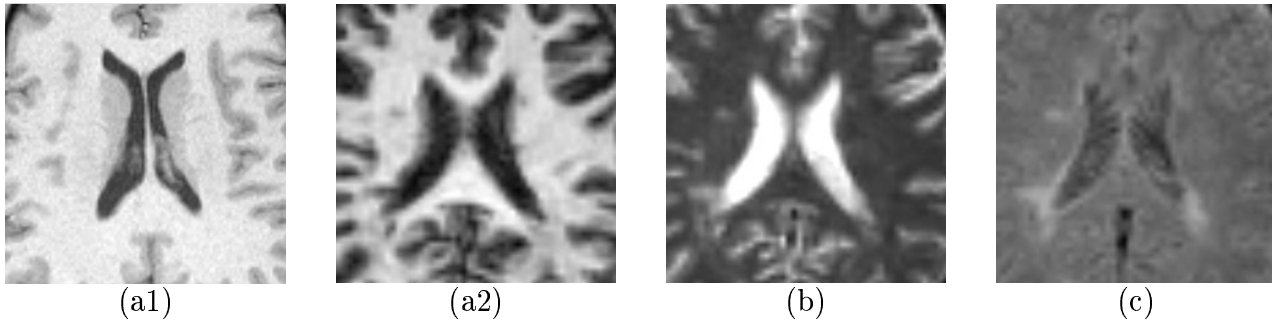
Trois modalités d'IRM. (a) Image pondérée en  $T_1$ . Les trois composantes principales (LCR, MG, MB) peuvent être distinguées. (b) Image pondérée en  $T_2$ . La matière grise est difficile à distinguer de la MB. (c) Image FLAIR, le liquide est supprimé. Les images (a2, b, c) contiennent des lésions de sclérose en plaques, particulièrement visibles en FLAIR (c).*
